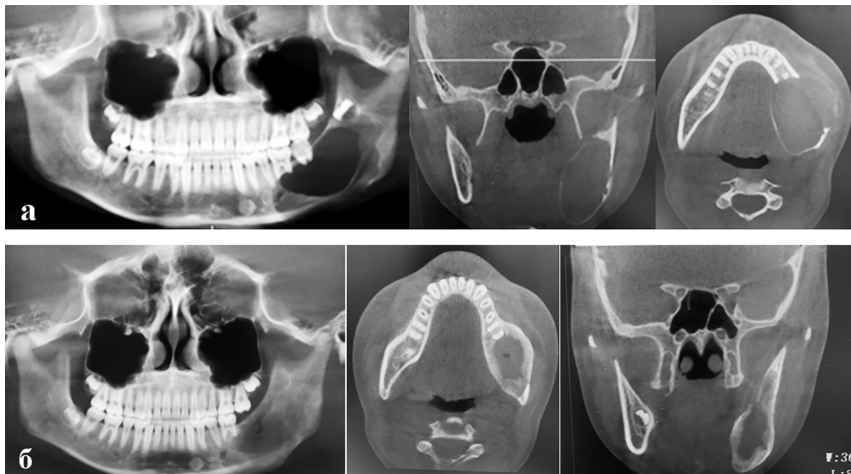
Результаты конусно-лучевой компьютерной томографии пациентки А.:
